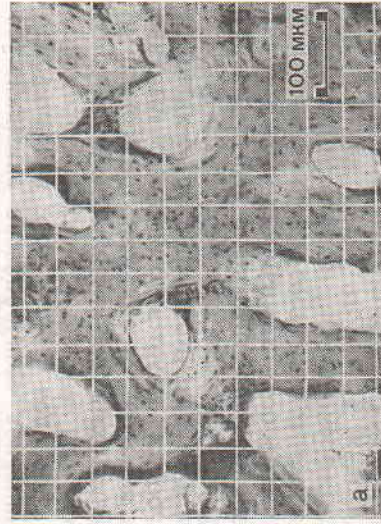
Рентгенограмма области огнестрельного перелома через 8 нед ЭСО (б) и микрорепарат регенерата между костными отломками (а).
